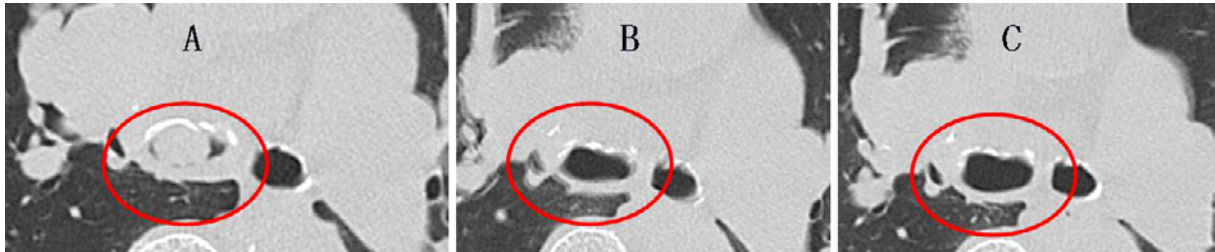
Chest CT scan showing the mass obstructing the right main bronchial airway prior to chemotherapy (A). After one course of chemotherapy (B) and after two courses of chemotherapy (C). The mass obstructing the right main bronchial airway had nearly disappeared.
